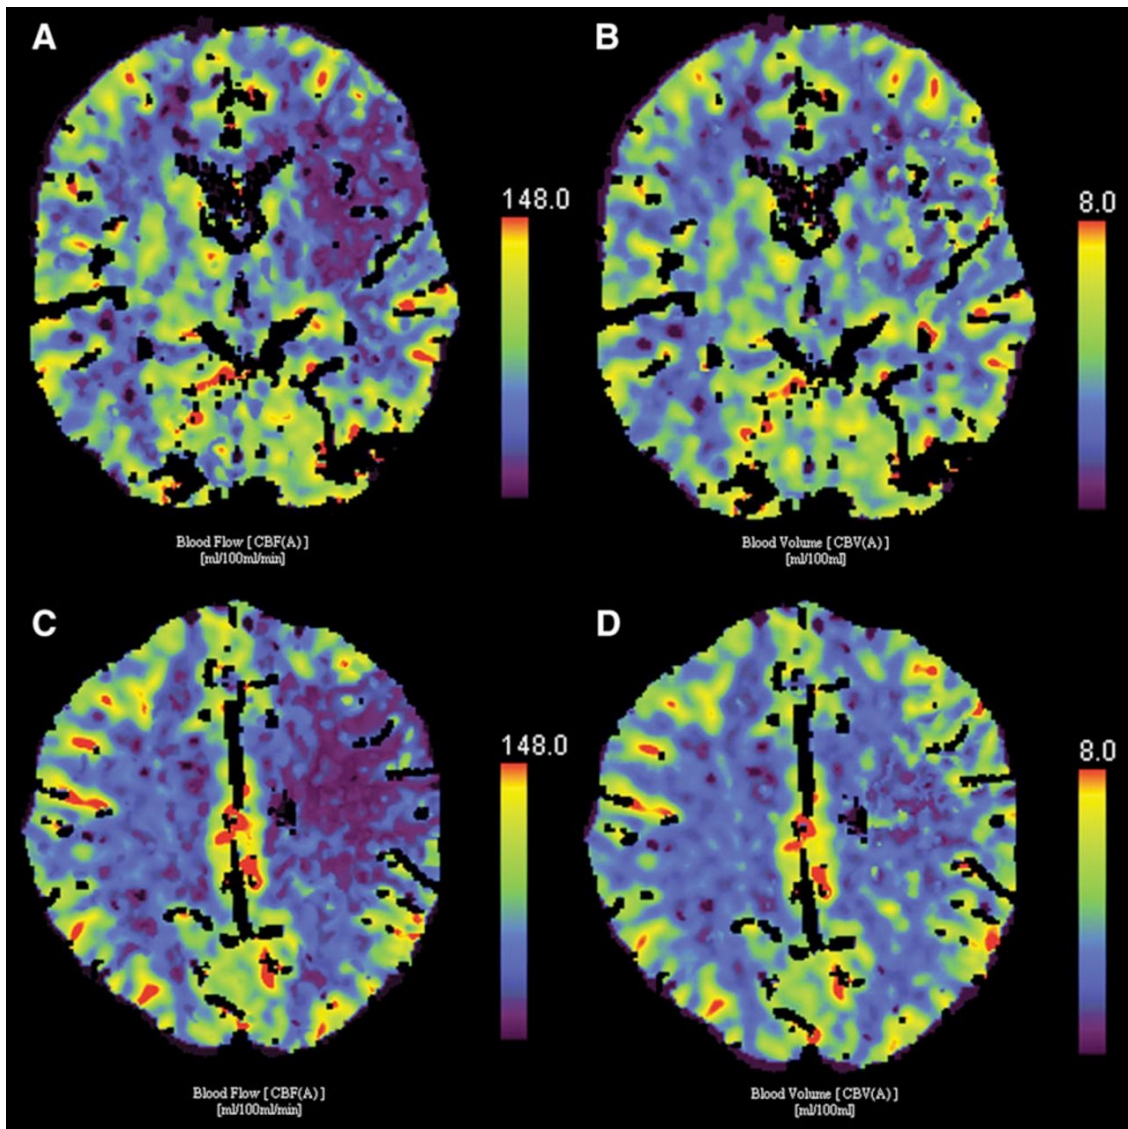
CT-Perfusionsbilder eines 49 Jahre alten Patienten aus dem für diese Arbeit verwendeten Patientenkollektiv mit akutem Verschluss der linken Arteria cerebri media (TICI 0) und einem Aufnahme-NIHSS von 22.
